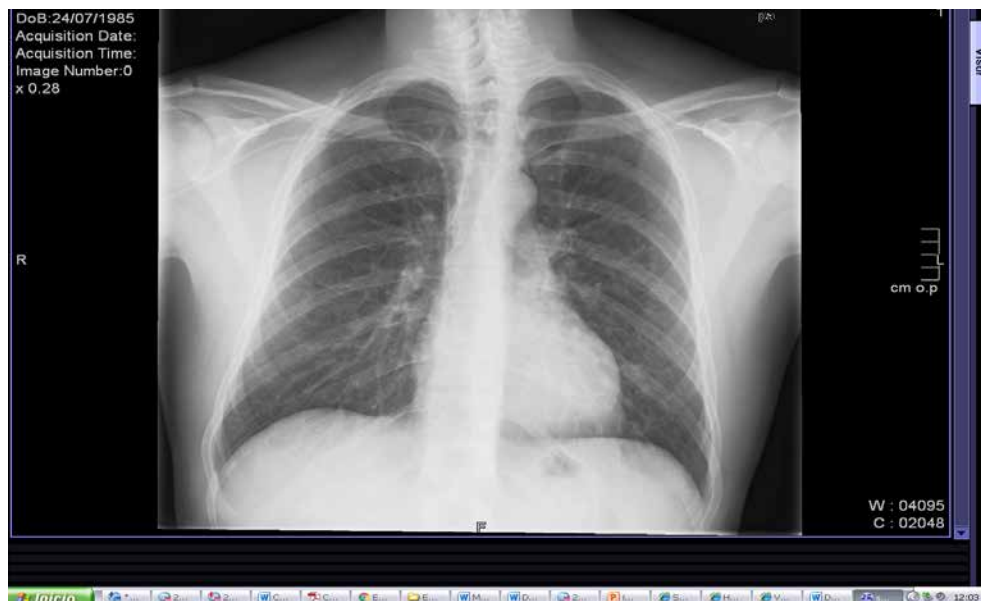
Radiografía de tórax 3º día de ingreso.
